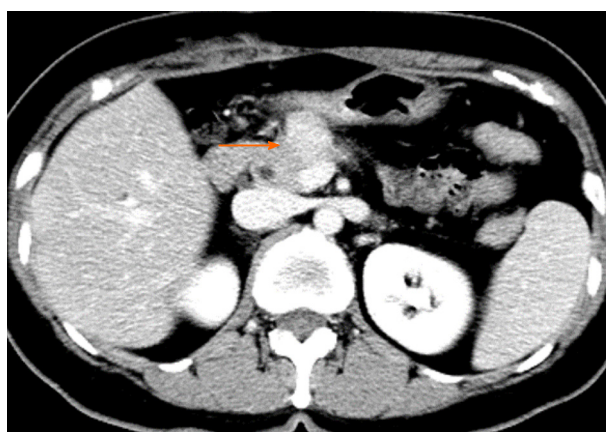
CT动态增强, 胰颈部见大小约22 mm × 20 mm肿块, 动脉期强化不明显, 延迟期强化明显(橙色箭头).
